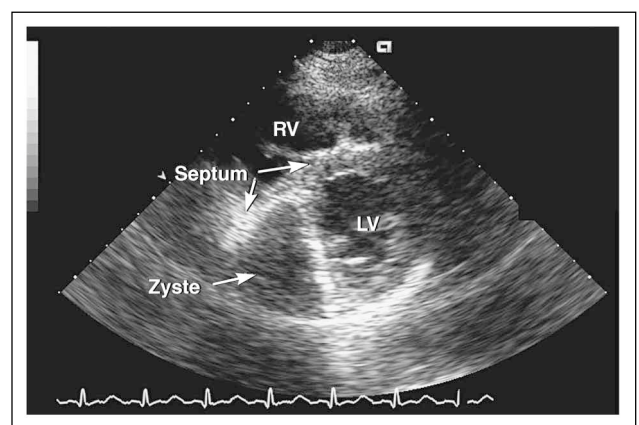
Transthorakales Echokardiogramm, parasternaler kurzer Achsenschnitt. Zyste am basalen Interventrikularseptum bis in die inferiore linksventrikuläre Wand reichend. LV = linker Ventrikel, RV = rechter Ventrikel
